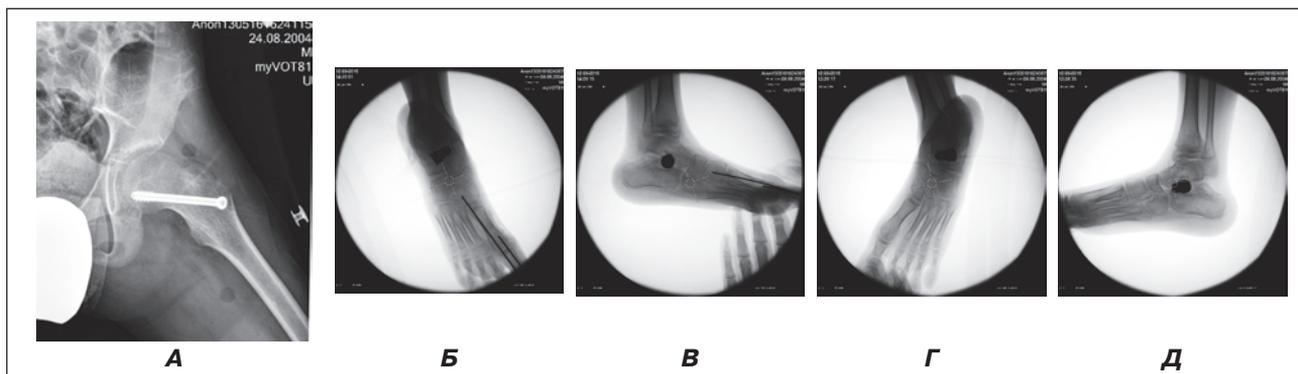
Ребенок Б., 8 лет. Фотоотпечатки рентгенограмм левого тазобедренного сустава и стоп в послеоперационном периоде
